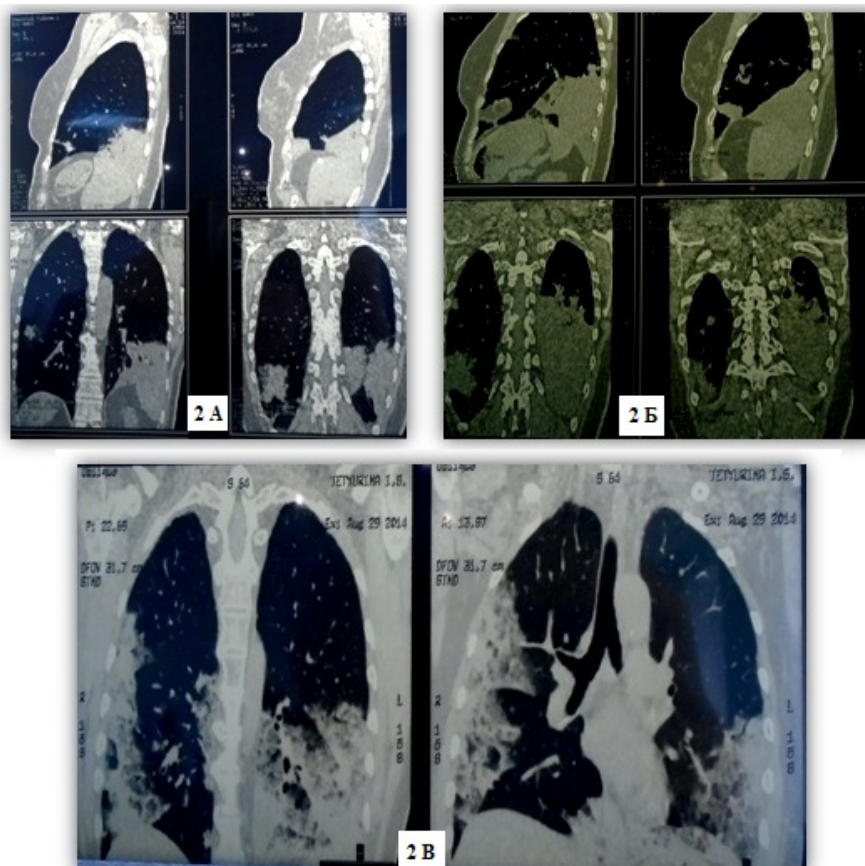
А – КТ от 13.03.2014; Б – КТ от 20.05.2014; В – КТ от 29.08.2014
